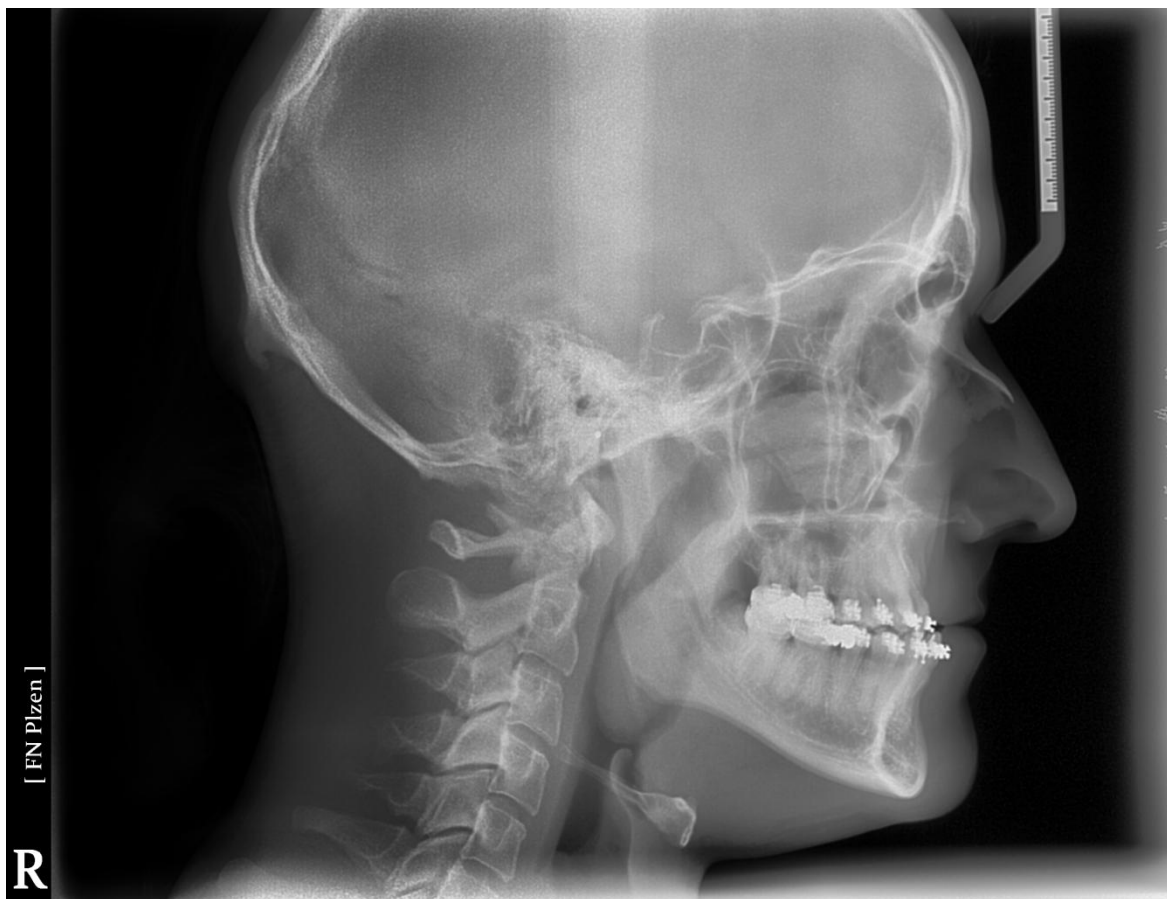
Profilový RTG snímek (rok 2010)
